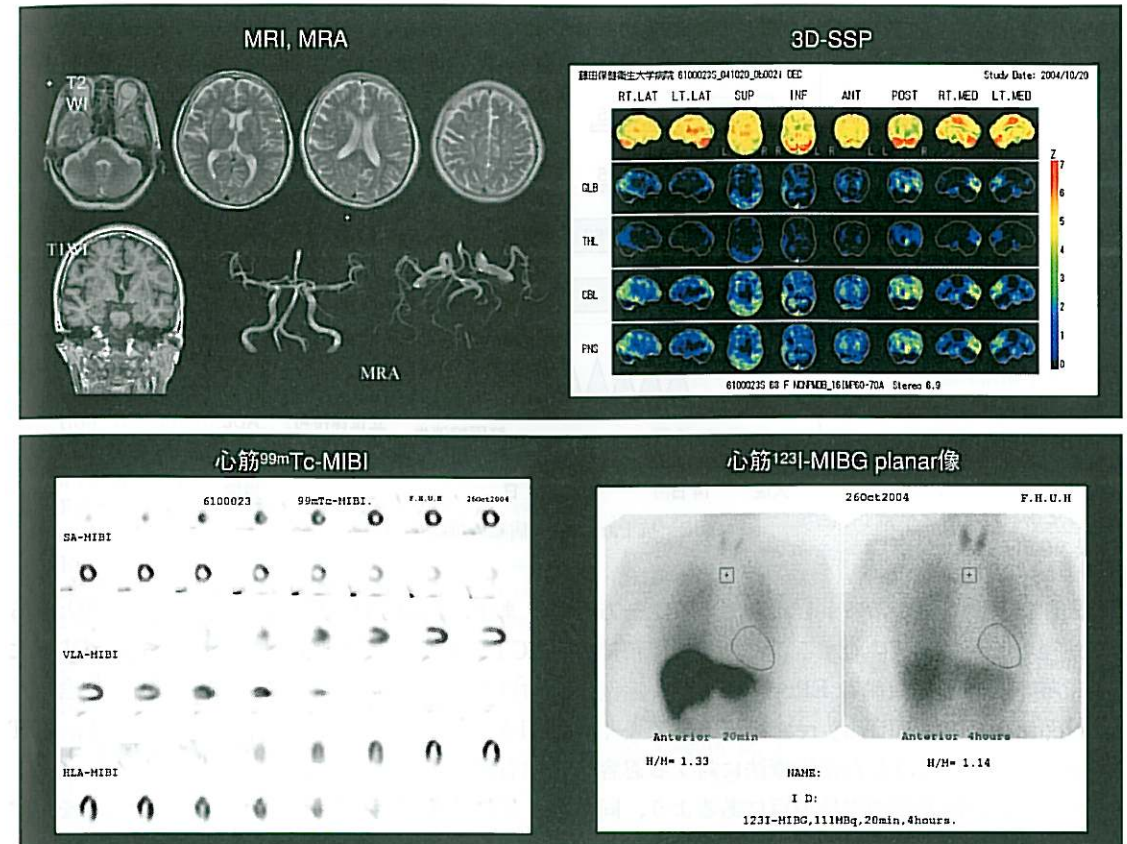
MRI上、海馬の萎縮は指摘し得ず、MRAでも有意な狭窄病変を認めない。脳血流 SPECT の 3D-SSP による統計学的解析では、右側優位の両側側頭後頭葉皮質～頭頂葉、後部帯状回～楔前部の血流低下が指摘。心筋血流は正常で、EF=77%。一方、心交感神経機能は、H/M比が早期・後期像ともに低下。両者の乖離を認める。
